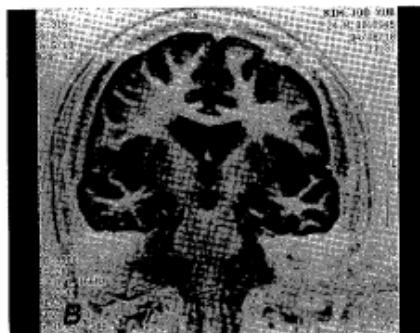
MRI finding of a patient with partial hippocampal atrophy.
